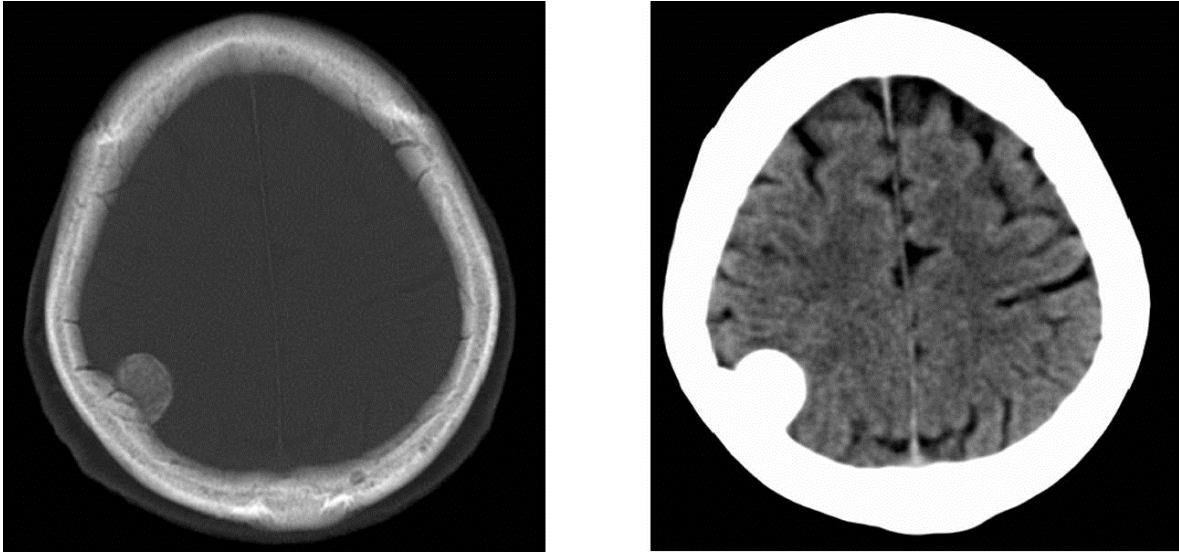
Meningioma calcificado. TC con masa extraxial adyacente a la tabla ósea interna parietal izquierda, de contornos bien definidos, redondeada, con densidad ósea. Imagen archivo F.C.I.
